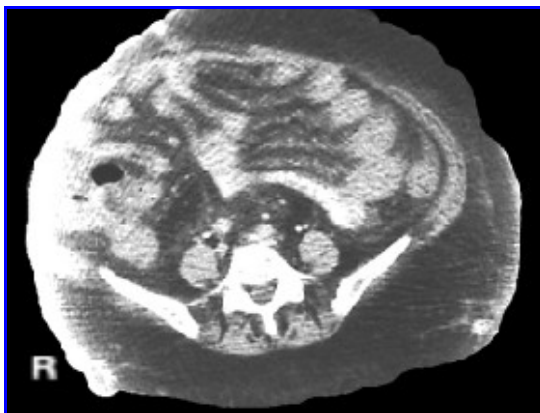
TAC de abdomen. Trombosis venosa mesentérica. Se observa la imagen característica producida por el edema del mesenterio y las asas intestinales en racimo de uva, consecuencia del edema parietal con obliteración total de la luz; y la pieza quirúrgica correspondiente.
